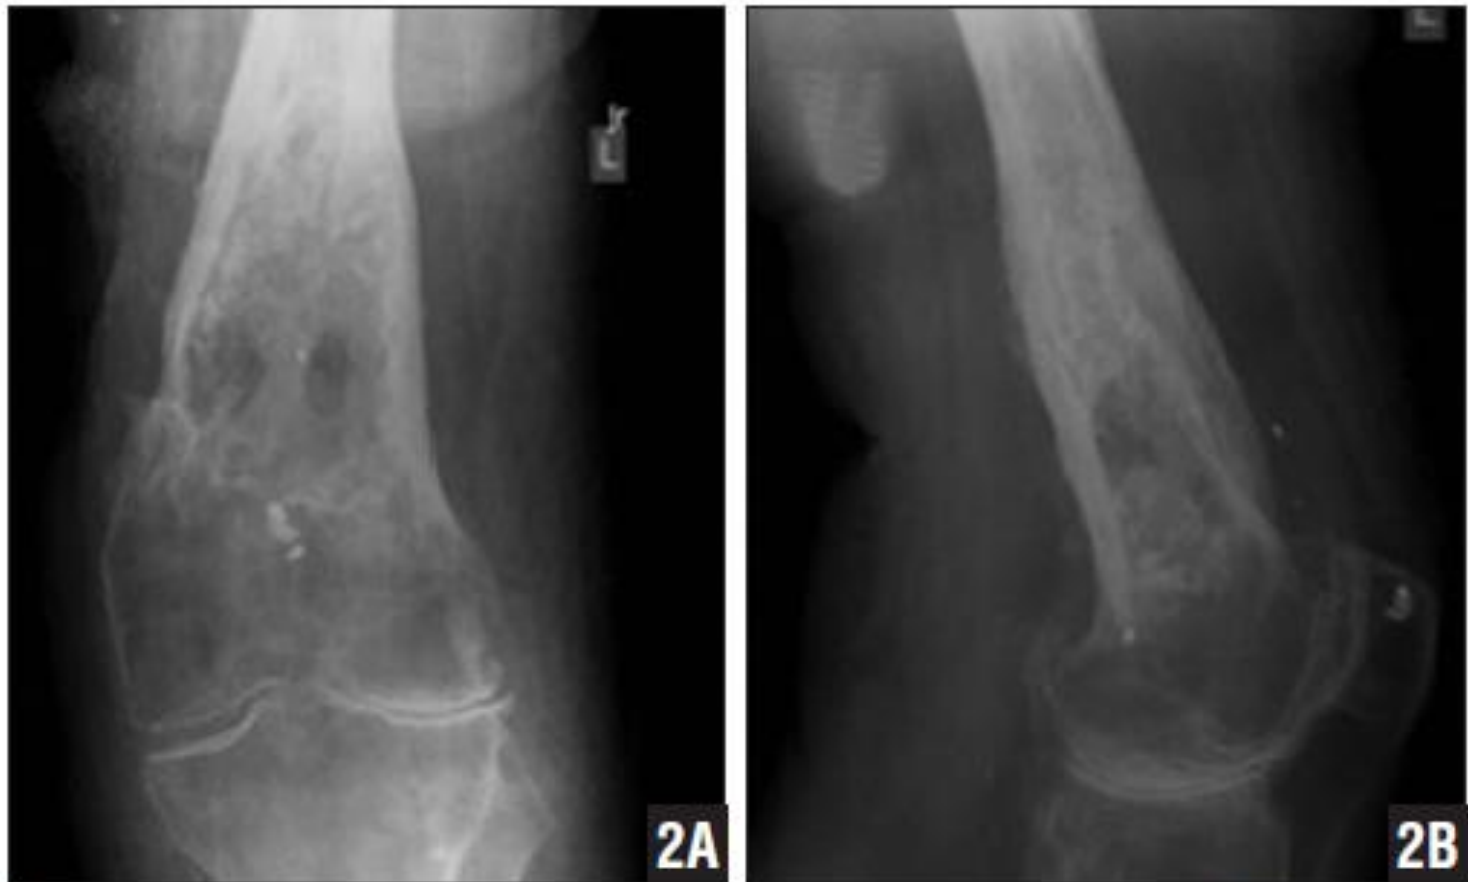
Anteroposterior (A) and lateral (B) radiographs of a distal femur highlighting the features of diffuse osteomyelitis, which include regional osteopenia, periosteal reaction with aggressive features (including Codman's triangle), peripheral sclerosis, sequestrum, and involucrum.
